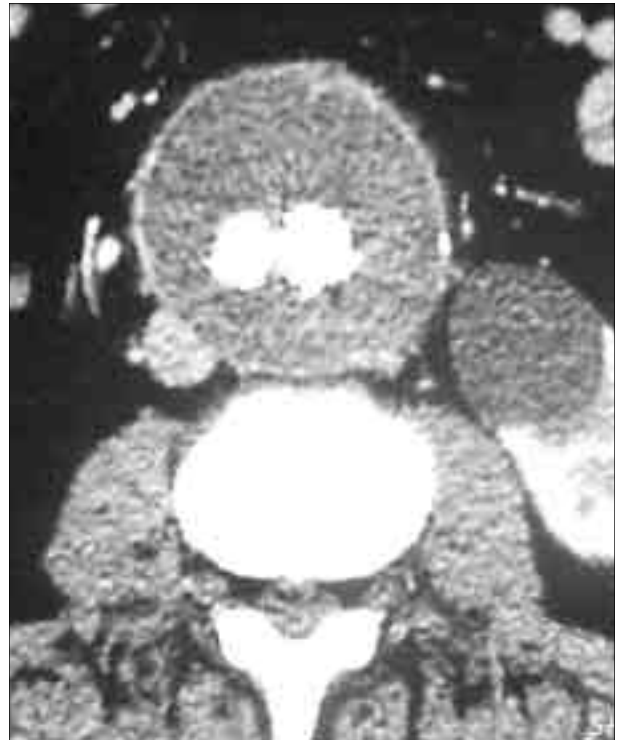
İşlem sonrası kontrol anjiyografisi.
